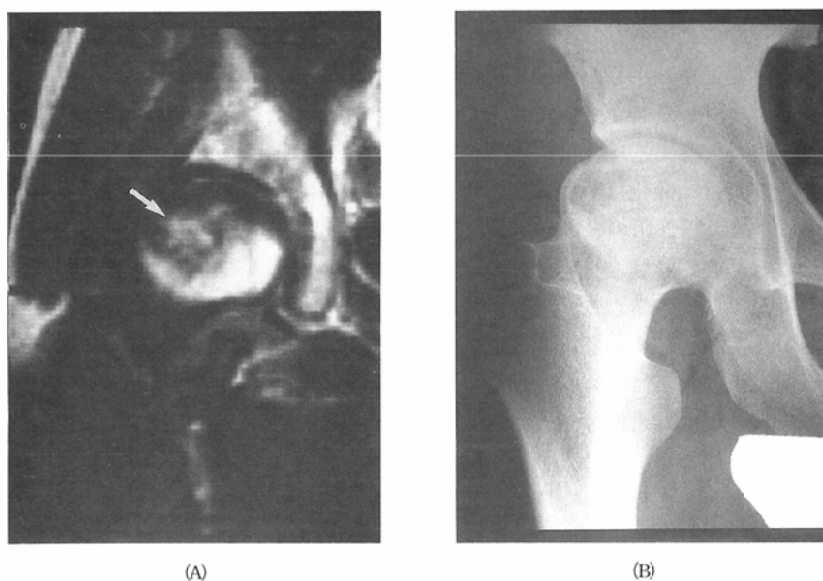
Coronal spin echo MR image ((A): 600/28/2) show a well-defined area of low signal intensity around high signal (arrow), consistent with class II. The corresponding radiograph (B) is interpreted as stage III avascular necrosis.
